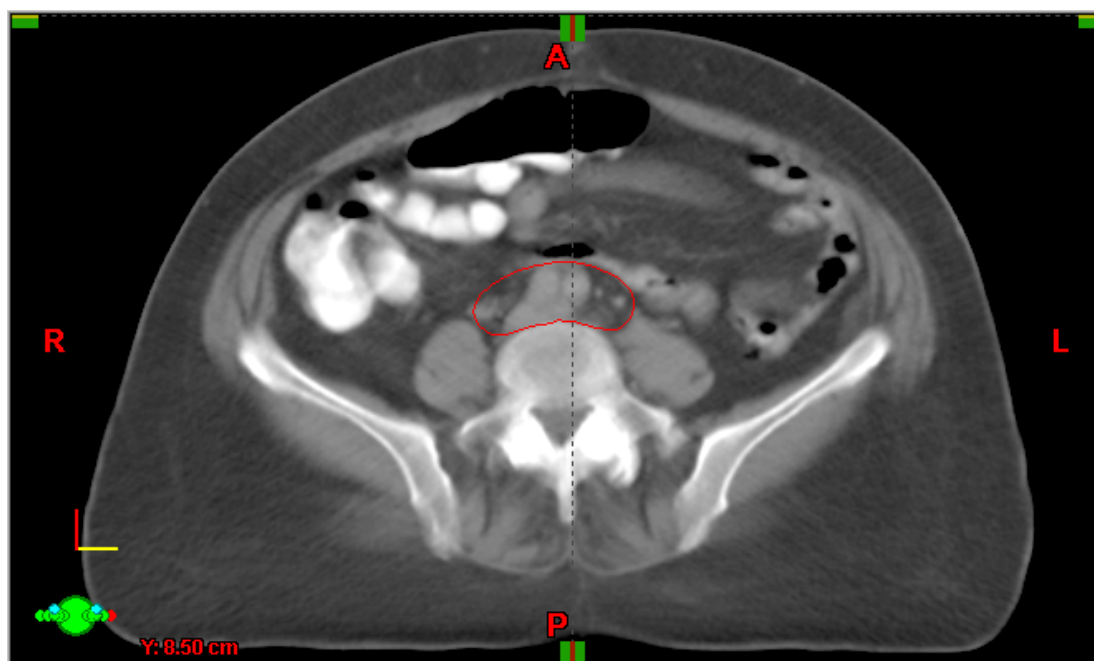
Exemplo do delineamento na tomografia de simulação dos linfonodos da cadeia ilíaca comum (Id: 04).
